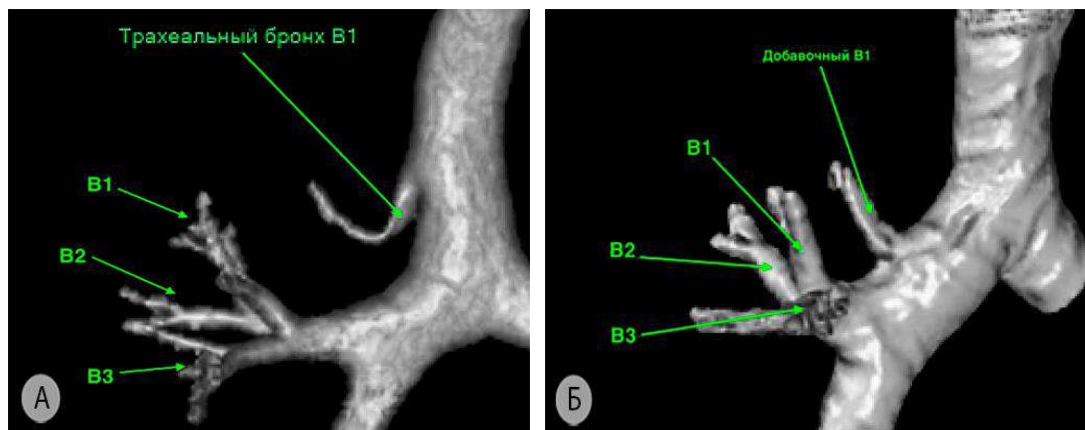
Трахеальный (а) и добавочный (б) верхушечный сегментарный бронхи (3D-реконструкции МСКТ-АГ). V^1 – верхушечный сегментарный бронх; V^2 – задний сегментарный бронх; V^3 – передний сегментарный бронх
